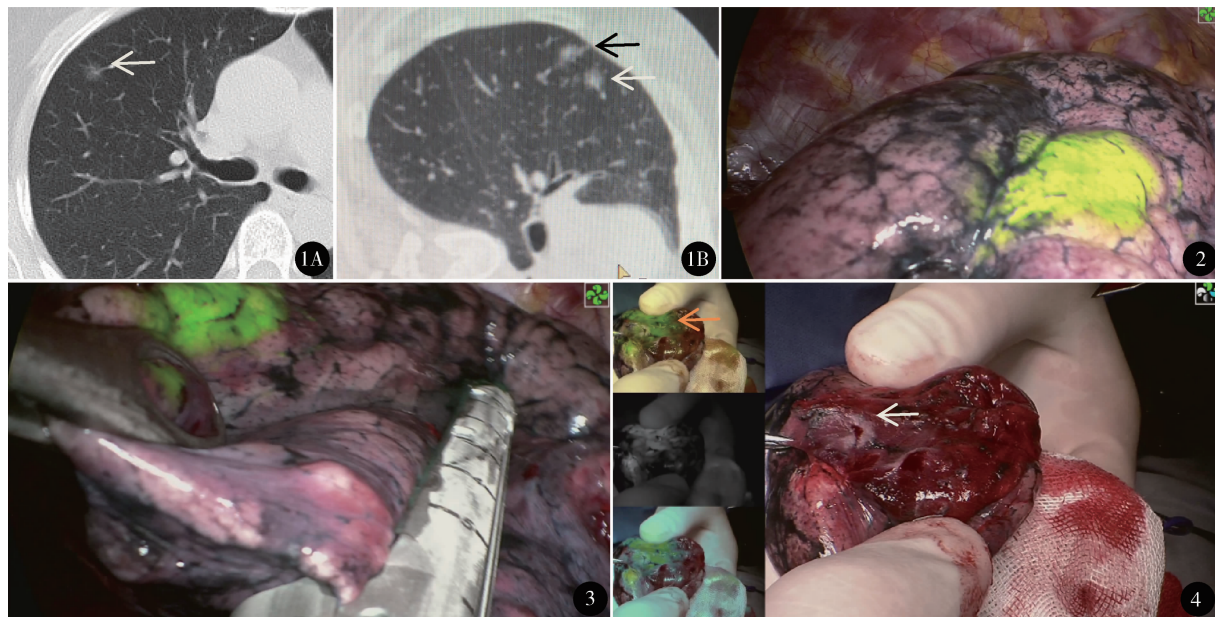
术前 CT 肺窗影像(A)提示右肺上叶前段直径 8.9 mm 磨玻璃结节(白色箭头), 注射 0.2 ml ICG 和 0.1 ml 医用胶定位后肺窗影像(B)肺结节(白色箭头)外侧 8 mm 处新出现一直径 10 mm 的高密度定位结节(黑色箭头) 图2 荧光腔镜下见右肺上叶前段荧光染色直径约 2.5 cm 荧光范围内可触及质硬医用胶颗粒 图3 用直线切割缝合器行肺楔形切除术 图4 剖开标本见直径约 9 mm 的灰白色肿瘤区域(白色箭头)(左侧 3 个小图自上而下分别为标准荧光、原始荧光和彩色荧光模式, 黄色箭头所指绿色区域为荧光区域)
